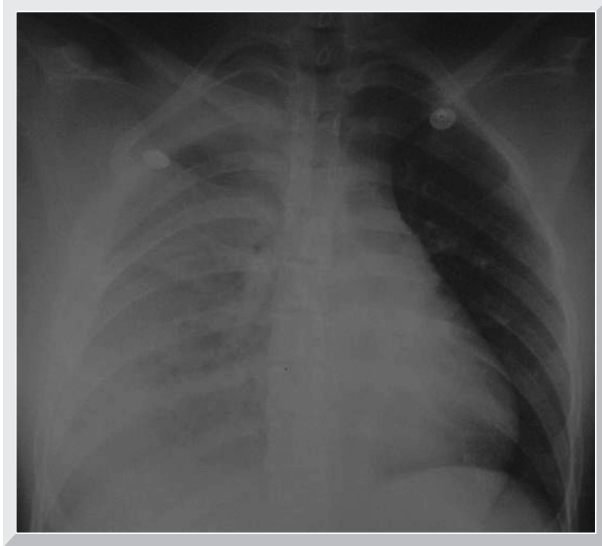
Radiografía de tórax: Hemorragia pulmonar extensa derecha por trauma torácico debido a accidente automovilístico. Se aprecia velamiento casi completo del pulmón derecho que no respeta el ápice, ni el ángulo costodiafrágico.
